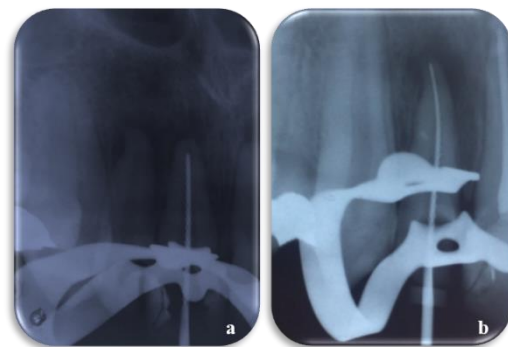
a) Radiografia com odontometria do dente 11; b) Radiografia com odontometria do dente 12.
